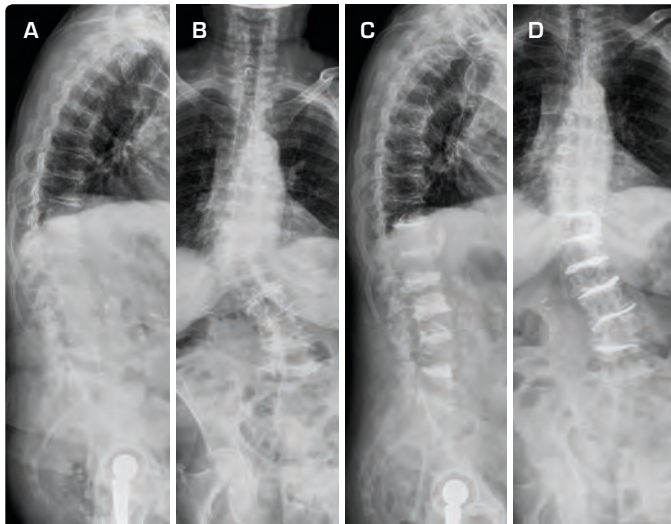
FULL BODY X-RAY IN ANTERO-POSTERIOR AND LATERAL VIEW PREOPERATIVELY (A,B) AND POSTOPERATIVELY (C,D)
